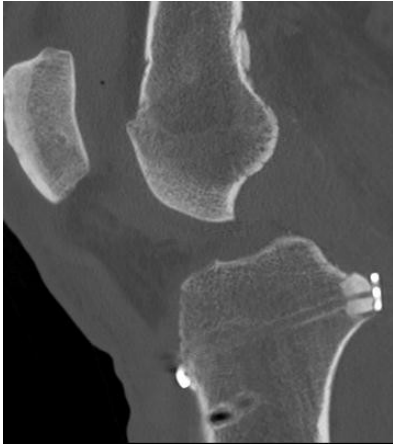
Postoperatives CT sagittal mit Transplantatlage
